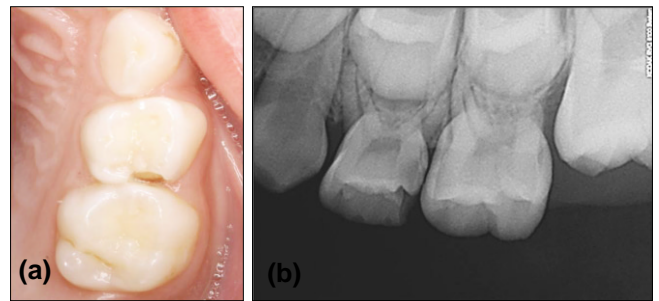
Intraoral view(a) and Periapical view(b) at first visit.
